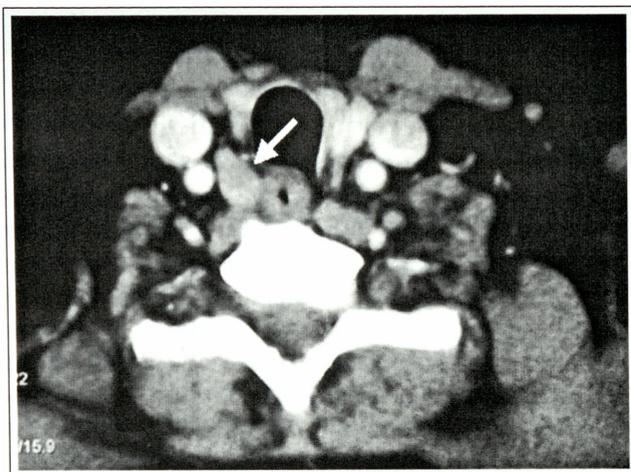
TAC cervical. Se indica con una flecha el adenoma paratiroideo.
